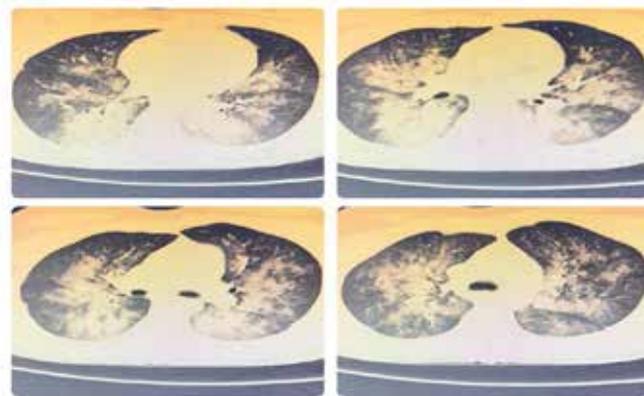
Imagem angiotomografia de tórax de paciente (parênquima) com opacidades acinares e lobulares confluentes de caráter consolidativo e em vidro fosco, por vezes configurando padrão de mosaico.
